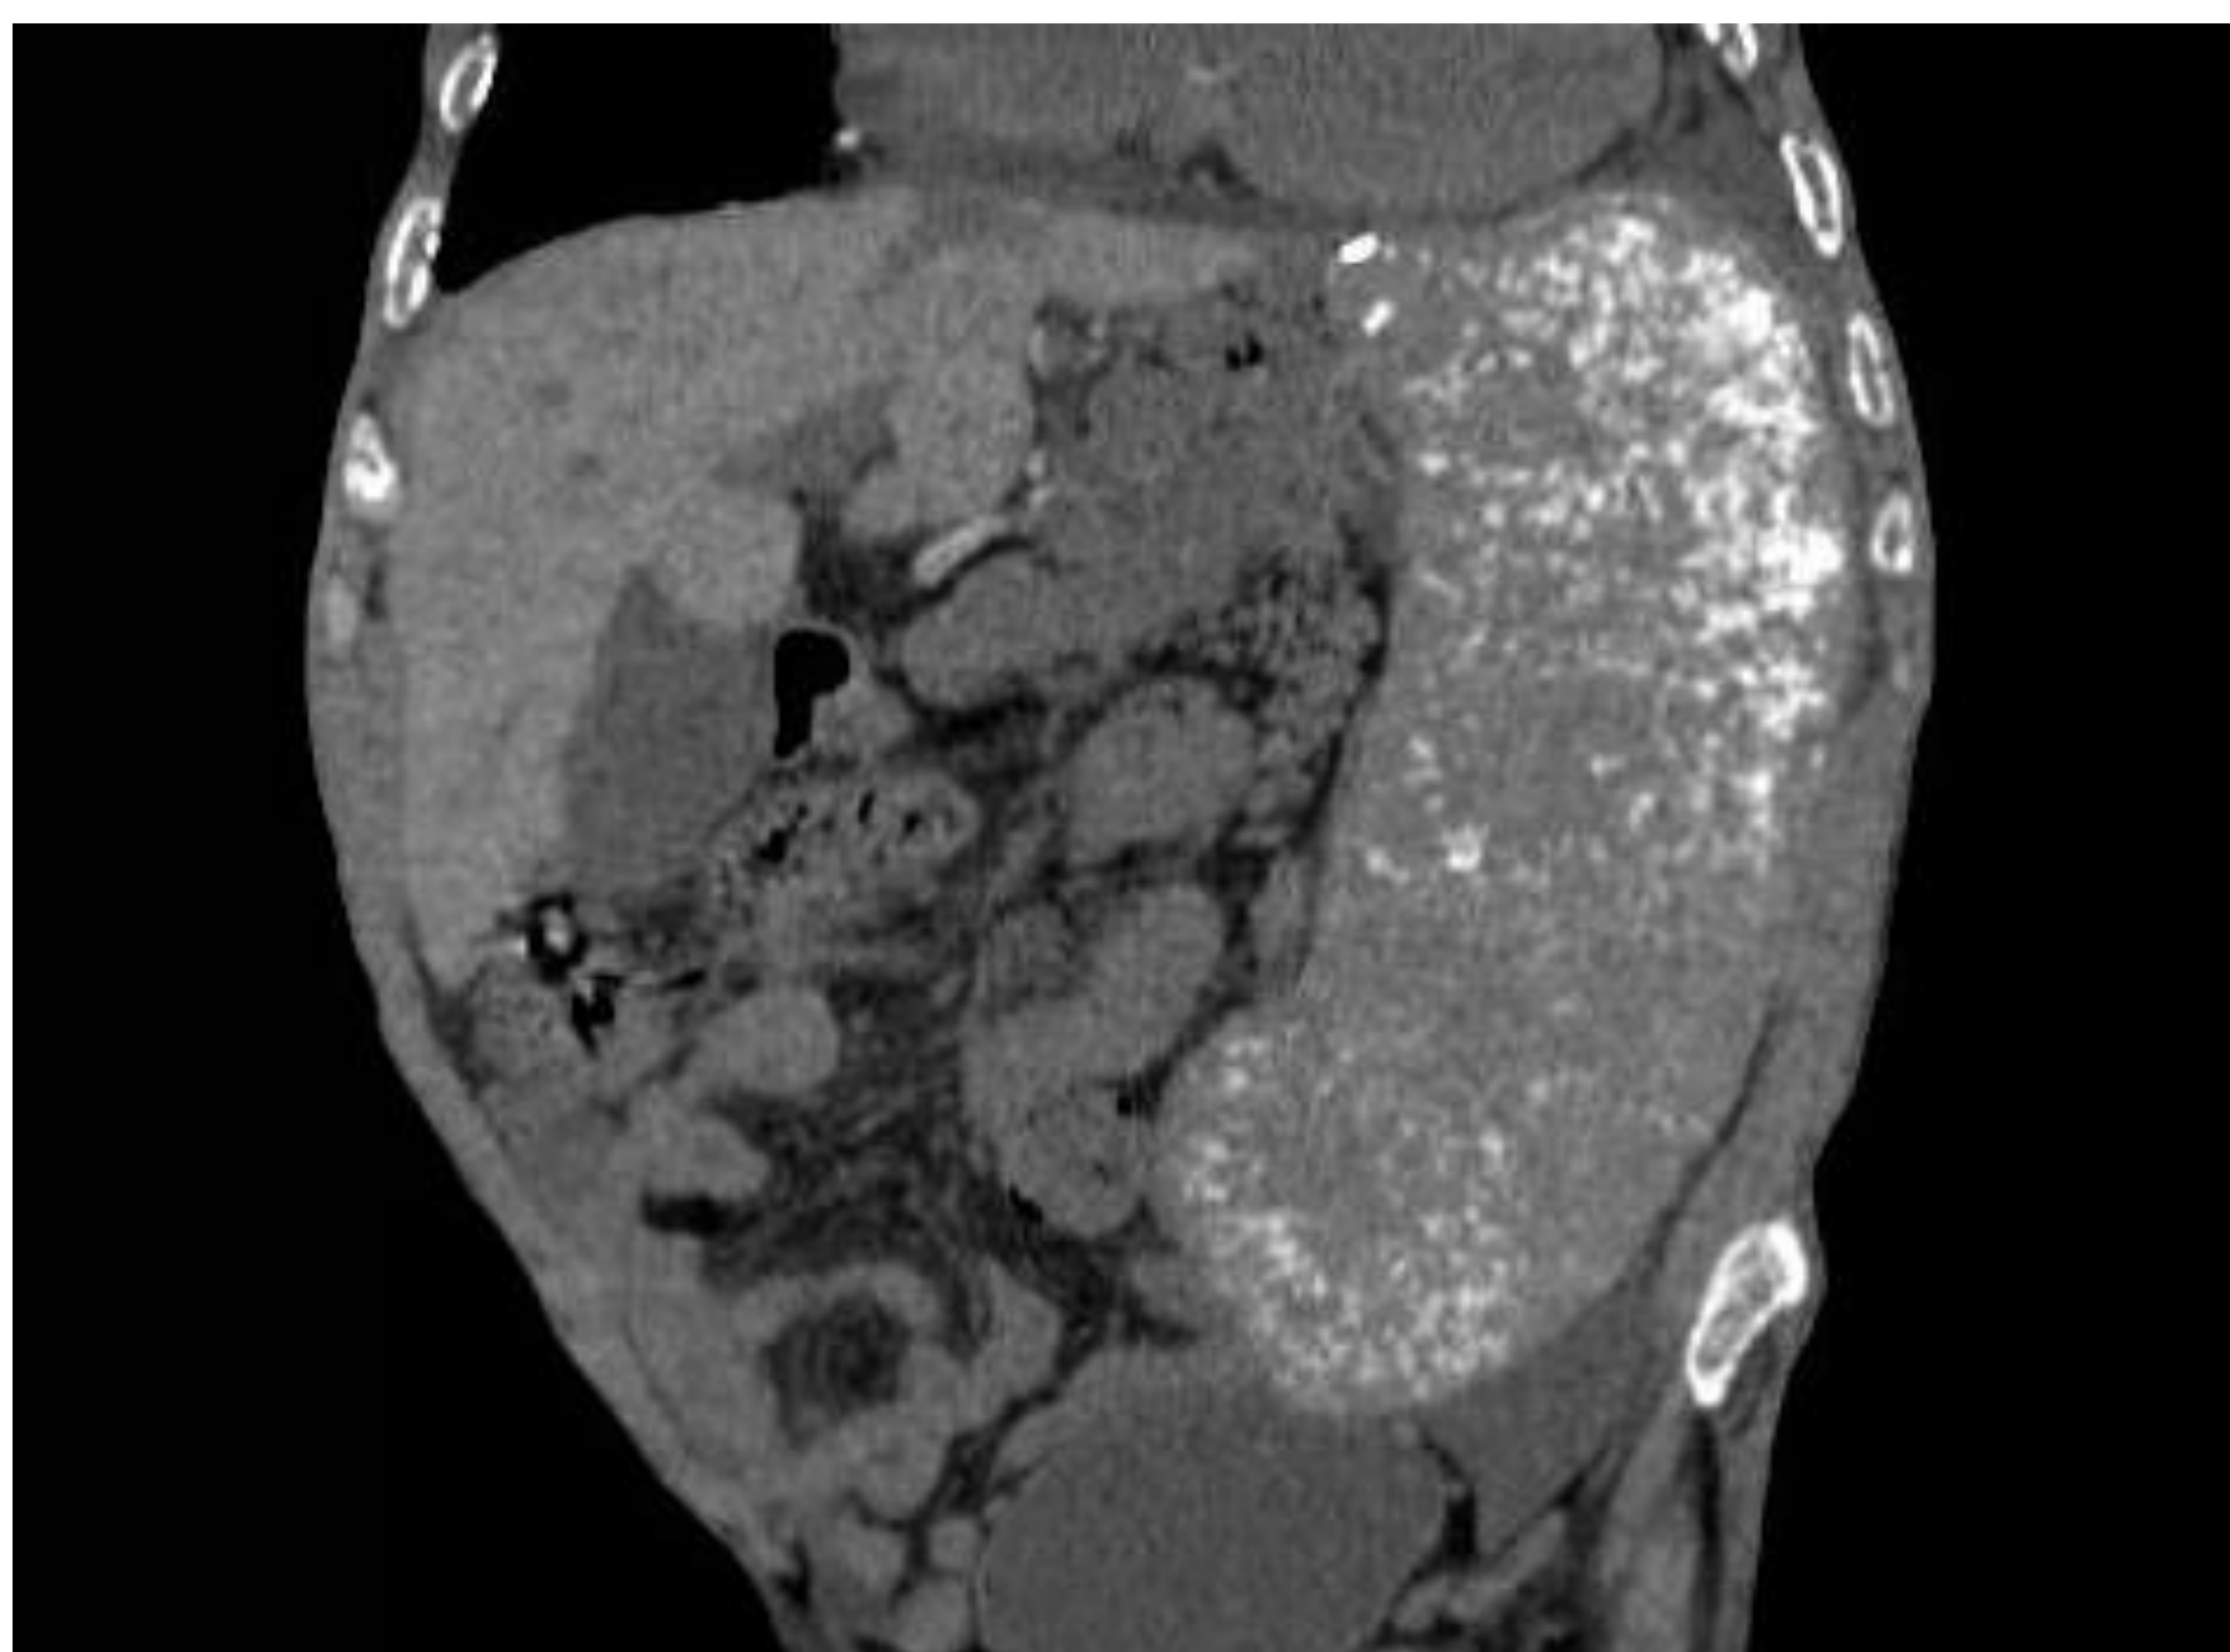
Corte axial y coronal de TC abdominopélvica con contraste. Paciente con betatalasemia que presenta hematopoyesis extramedular en forma de esplenomegalia masiva con focos de calcificación y masas paravertebrales torácicas (flechas).
